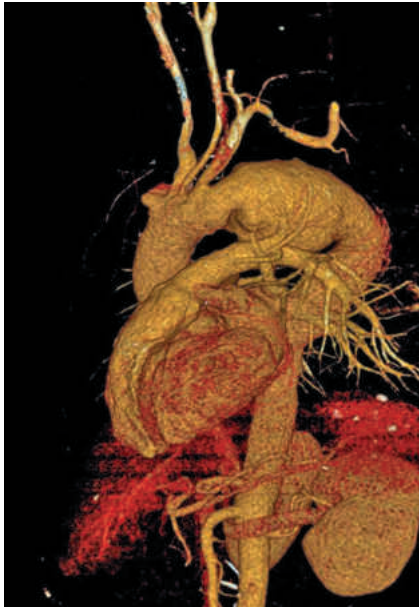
МСКТ аорты и брахиоцефальных артерий. 3D-реконструкция
